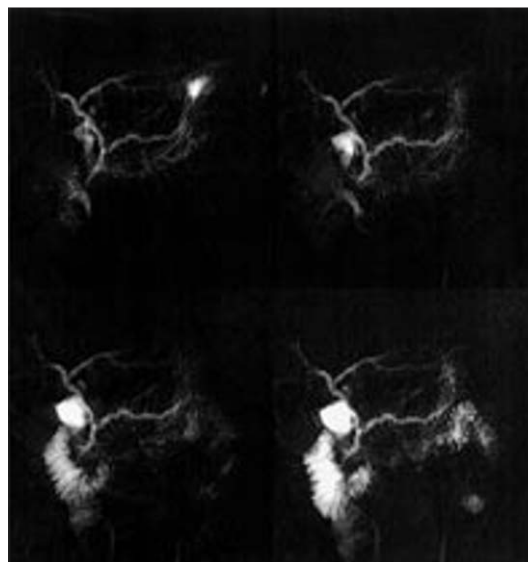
Pancreas divisum et pancréatite chronique. Cholangio-pancréatographie IRM dynamique après stimulation à la sécrétine : dilatation du canal dorsal et des canaux secondaires. La fonction sécrétoire est préservée avec remplissage duodénal.
